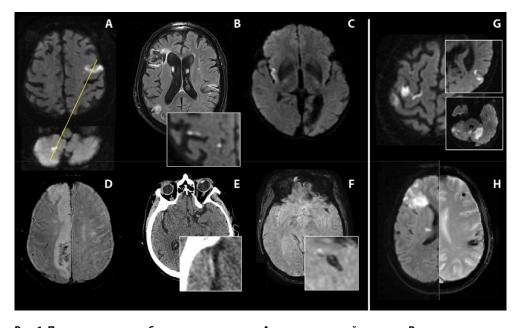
Паттерны кардиоэмболического инсульта: А – «диагональный инсульт»; В – «диссеминация в месте и времени»; С – инфаркт островка; D – первичная геморрагическая трансформация (SWAN); Е – гиперденсивная средняя мозговая артерия (КТ); F – «черная» средняя мозговая артерия; G – эмболические инфаркты на фоне тромбоза левого желудочка; Н – сочетание эмболических инфарктов с кортикальными микрокровоизлияниями и субарахноидальным кровоизлиянием при инфекционном эндокардите
